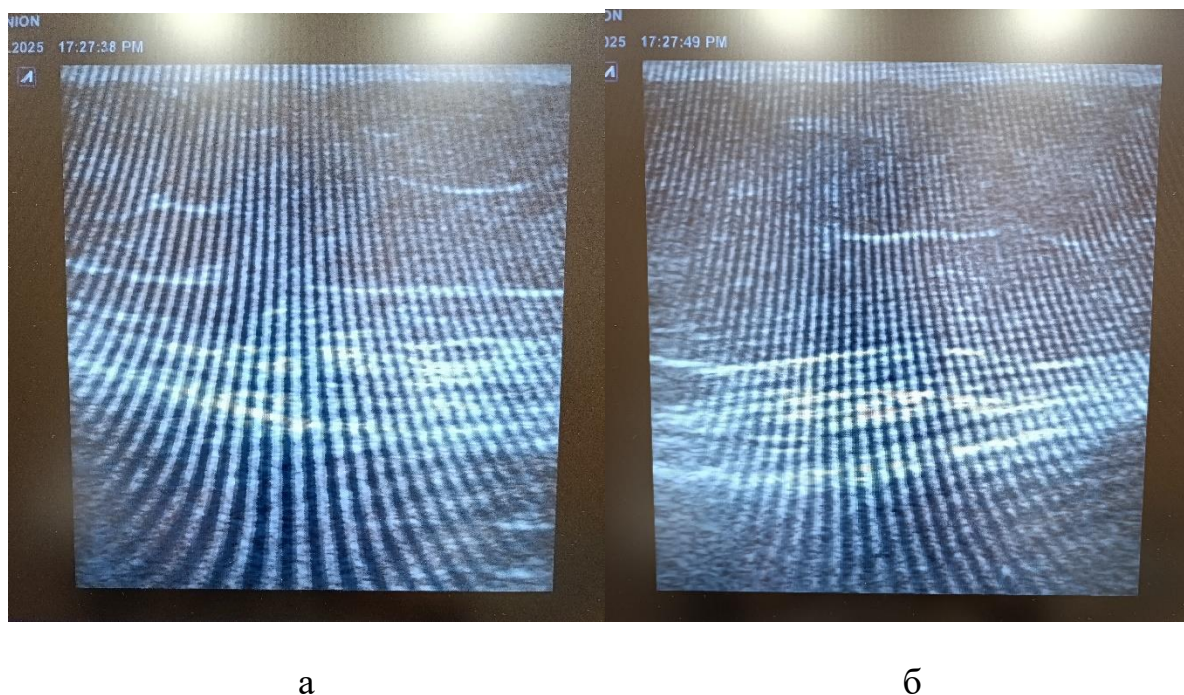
УЗИ изображение анзериновой бursы коленных суставов:
